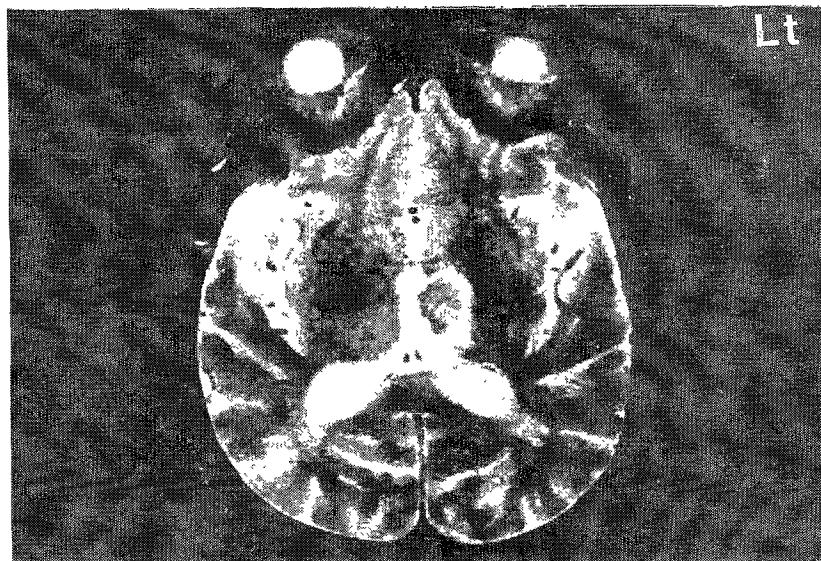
Brain T2-weighted image showing low signal intensity surrounded by high signal intensity on the left thalamus.
